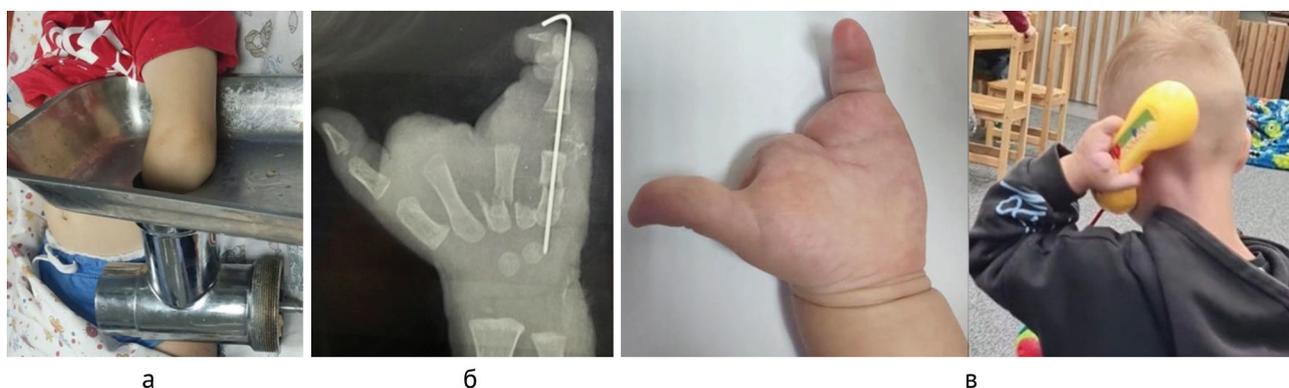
Калечащая травма левой верхней конечности у 1,5-летнего ребенка: а — левая рука ребёнка находится в электромясорубке; б — рентгенограмма левой кисти в прямой проекции; в — левая кисть ребёнка через год с момента травмы (собственное клиническое наблюдение, август 2022 г.)
